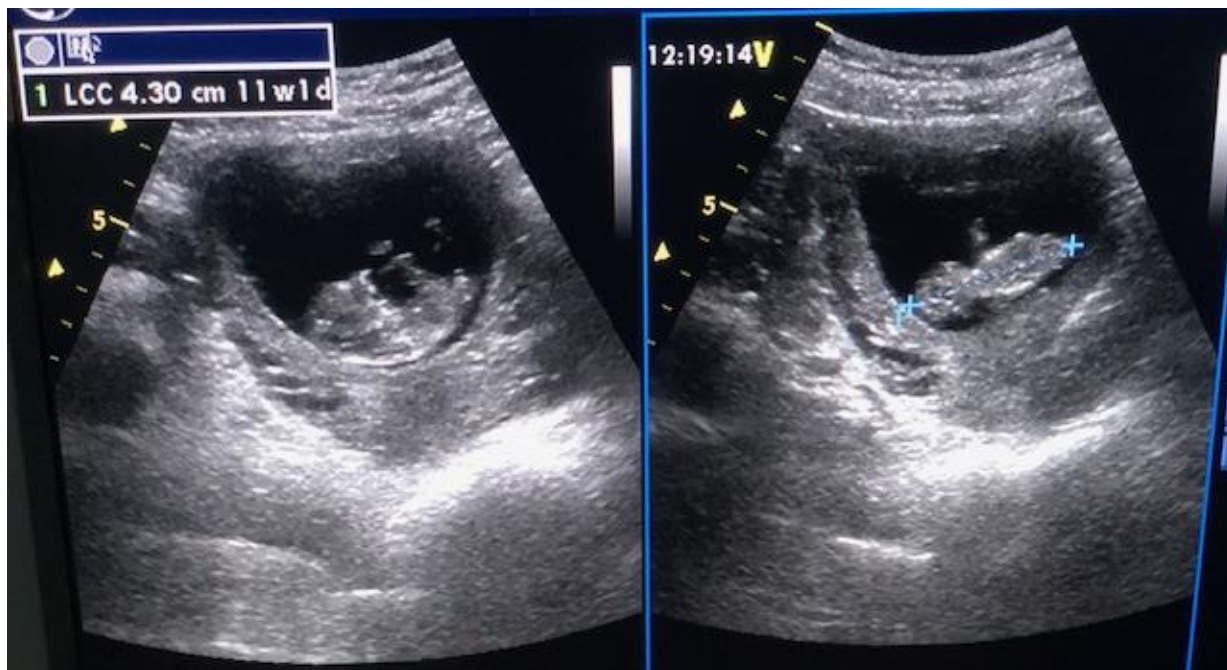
échographie sus pubienne montrant un embryon intra utérin de 11 SA + 01 jour avec la mesure de la longueur cranio-caudale.
